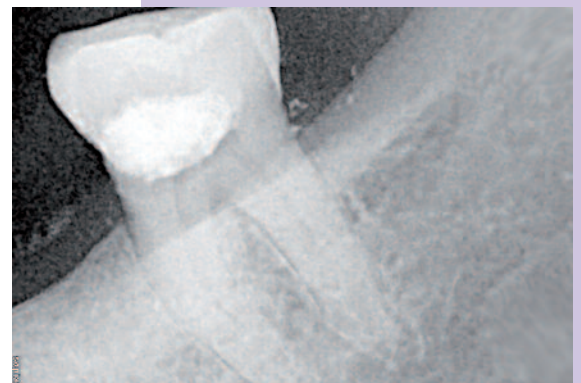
Radiographie montrant la restauration cervicale de la 37 à l'oxyphosphate.
